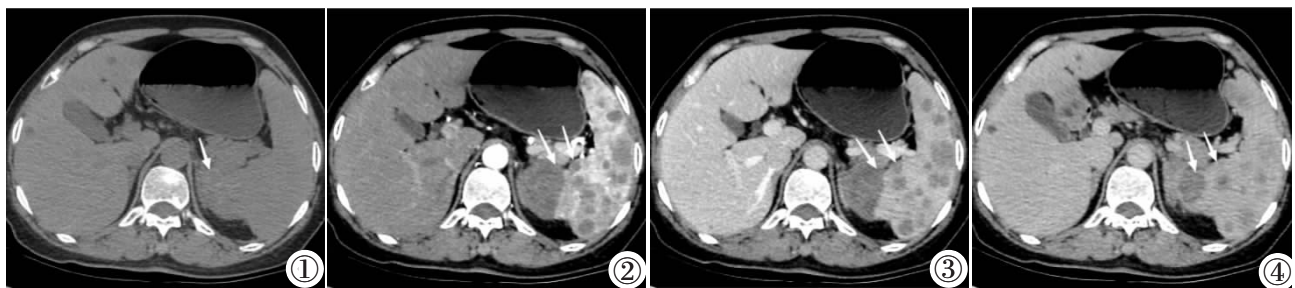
CT 平扫示脾大, 内缘不规则隆起并见混杂密度影 (箭头), 边界不清, 平均 CT 值 42 HU。图 2 CT 增强动脉期脾脏多发不均匀强化低密度结节影 (箭头), 内缘病变显示清晰, 呈轻度强化、平均 CT 值 46 HU。图 3, 4 CT 增强门静脉期及平衡期脾内病变均呈轻度渐进性强化, 内缘病变 CT 值分别为 48、59 HU (箭头)。
